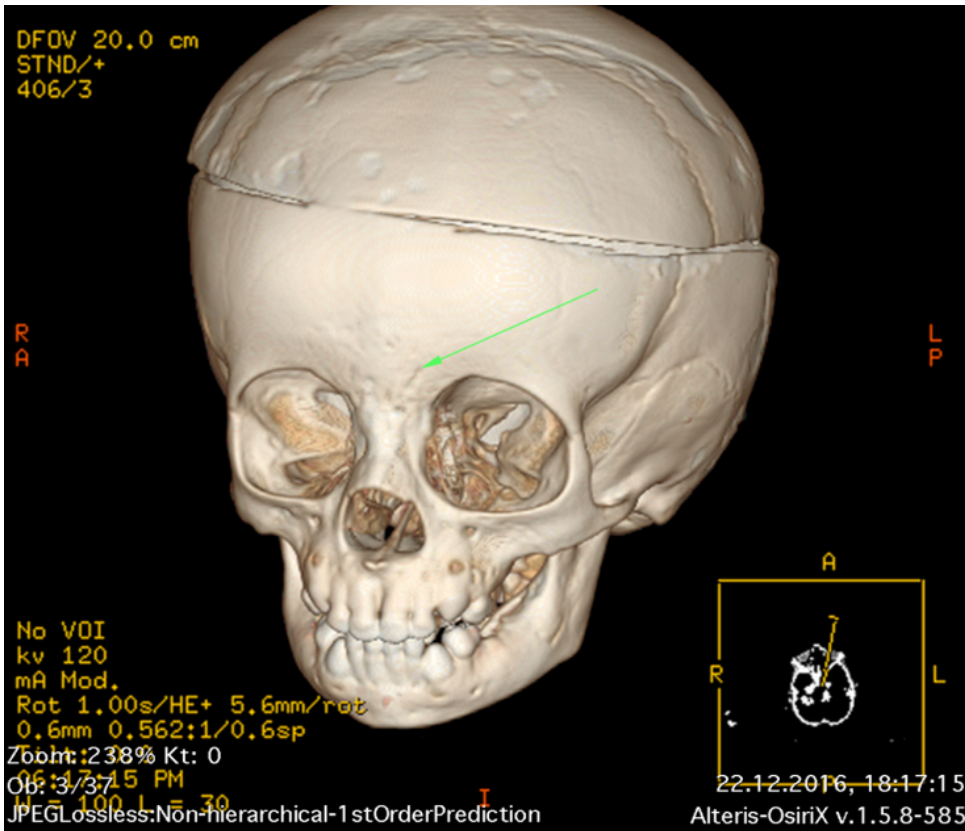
Fracture fissure in the vicinity of the left frontonasal suture (arrow) visualized on post-dissection CT examination.
